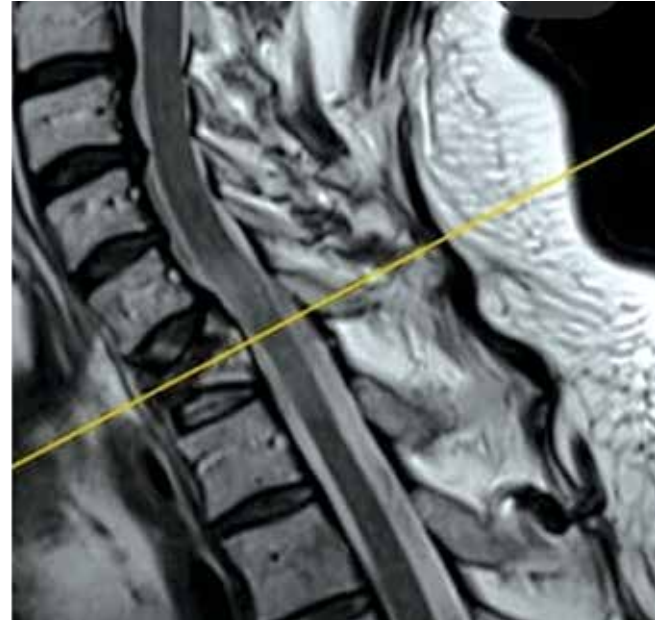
Магнитно-резонансная томография шейного отдела позвоночника пациента Н., 54 лет, с множественной миеломой с очагами мягкотканного роста перед началом терапии помалидомидом. Видна плазмоцитома, сдавливающая спинной мозг
